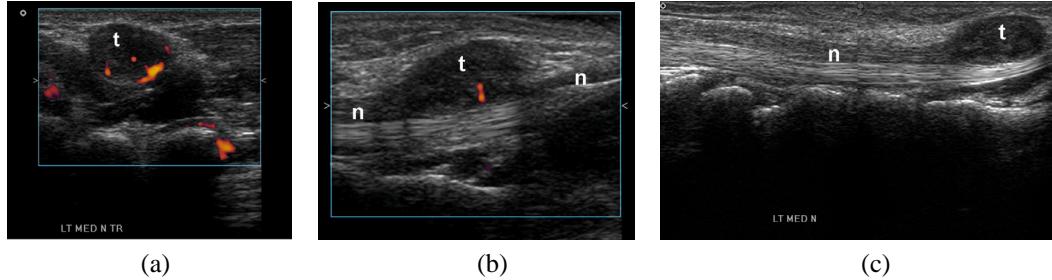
腫瘤之超音波影像。腫瘤位於正中神經之一側，腫瘤內可見血流增加。(a)手掌部腫瘤，縱切面，未偵測血流(b)手掌部腫瘤，縱切面，偵測血流(c)肘前部腫瘤，橫切面，偵測血流；n：正中神經，t：腫瘤
